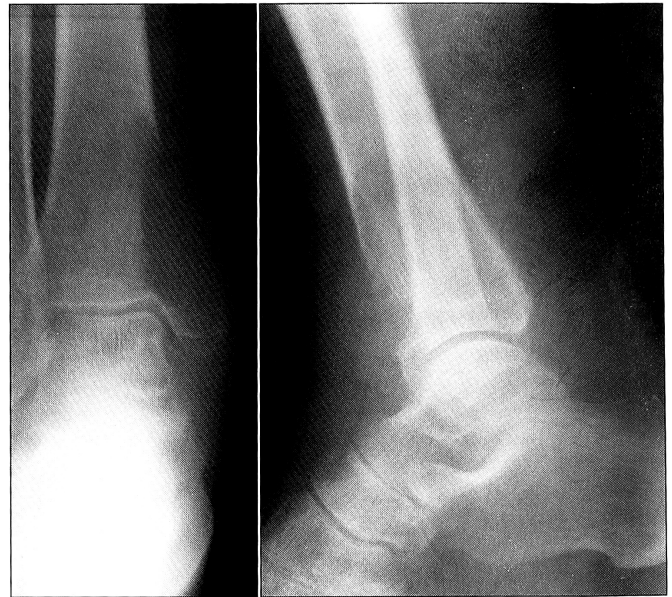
Рентгенограммы больного С-ва.
